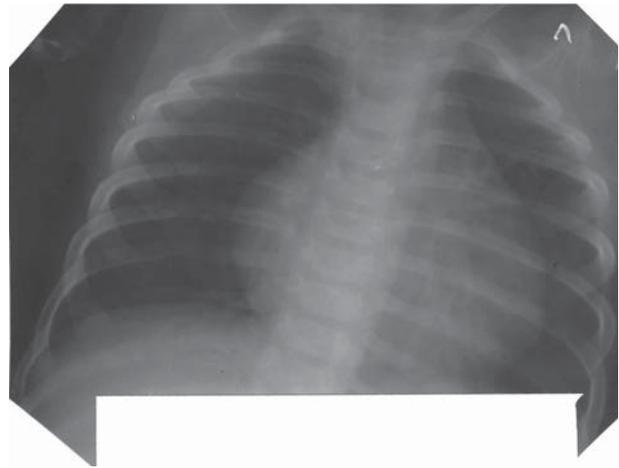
Рентгенография грудной клетки.
